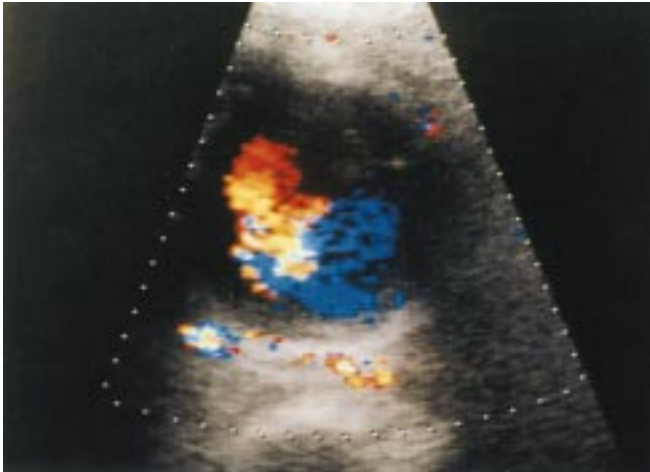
Imagen que corresponde a la ecografía Doppler-color donde se ve la presencia de flujo sanguíneo en remolino dentro de una lesión de baja ecogenicidad.
